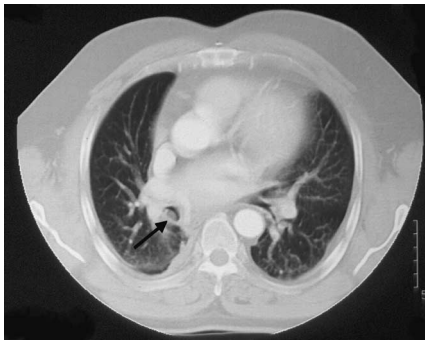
In der Computertomographie zeigt sich ein endoluminaler Tumor des rechten Unterlappen-Bronchus (Pfeil).
